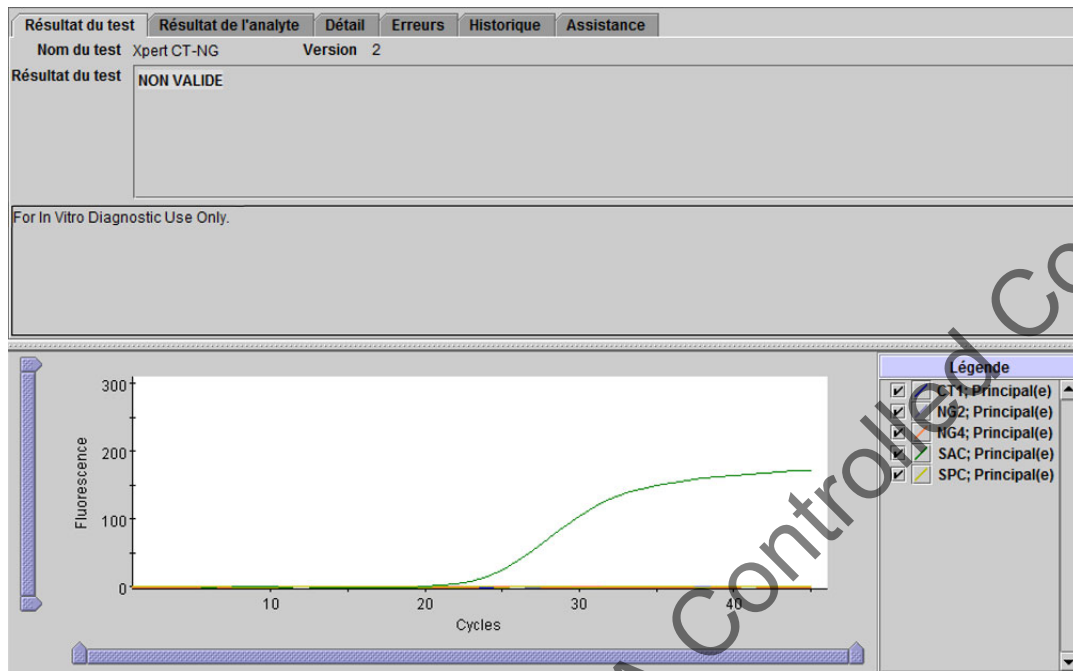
Xpert CT\_NG - Résultat non valide
